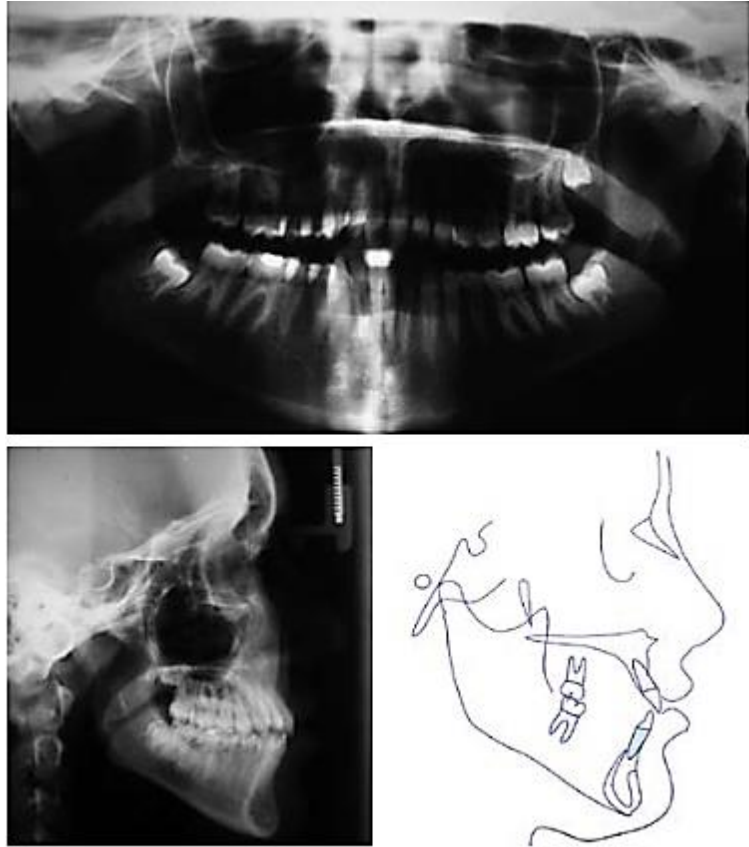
Radiografías pre tratamiento
